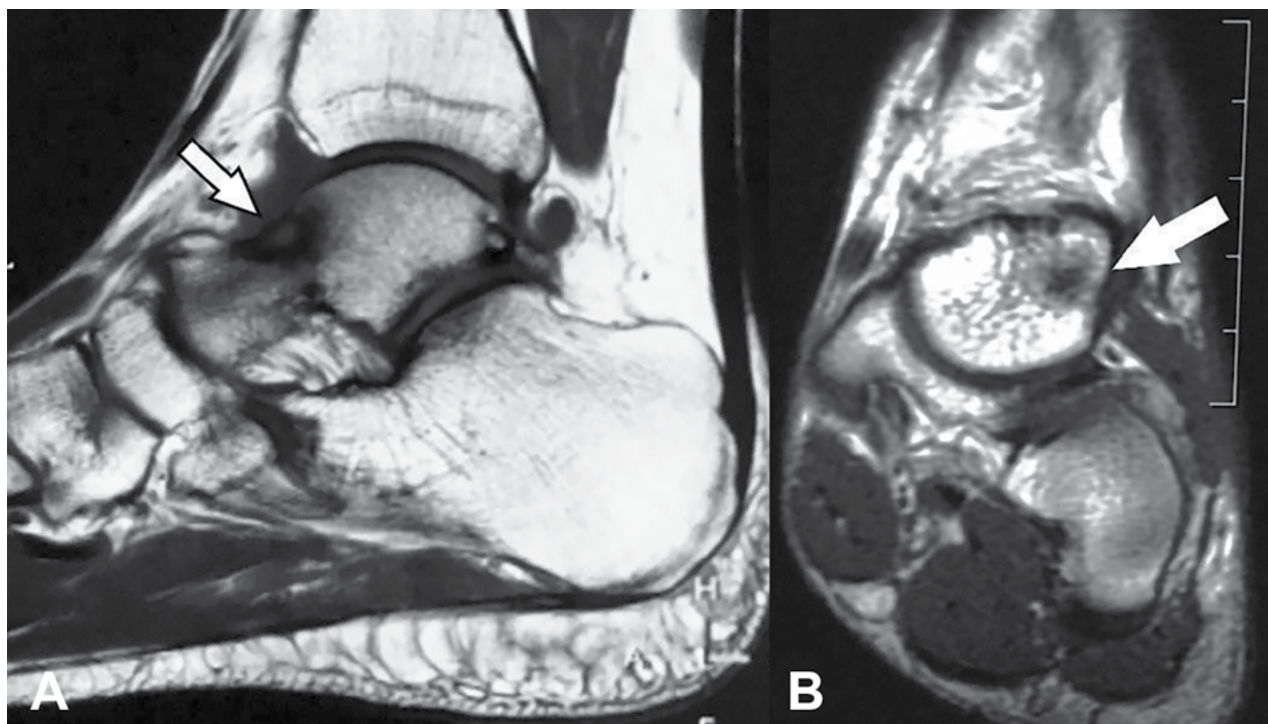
Resonancia magnética nuclear. A) Corte sagital. B) Corte coronal. Flechas: Imagen hipointensa en cuello del astrágalo en T1.
